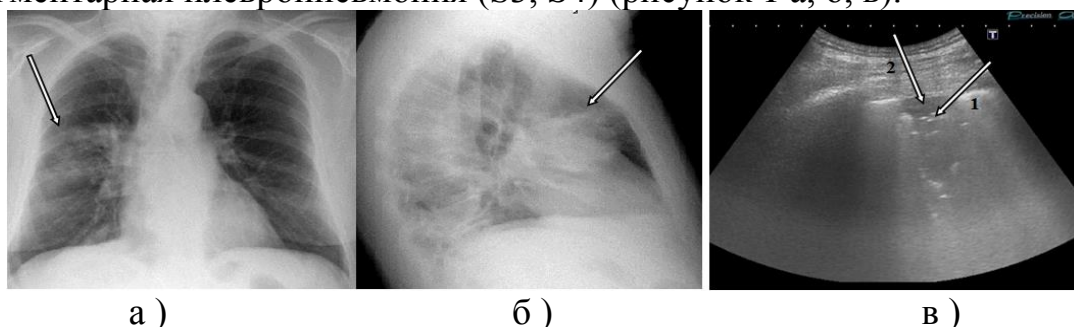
(а,б,в) - Рентгенограмма органов грудной клетки в прямой (а), боковой (б) проекциях и ультразвуковое исследование легких в день поступления по скорой помощи (в): рентгенологическая картина плевропневмонии справа S3, S4 (а,б) и УЗ-картина плевропневмонии в S3 справа (в) с элементами «воздушной бронхограммы» (1) в гипоехогенном воспалительном инфильтрате (2)
